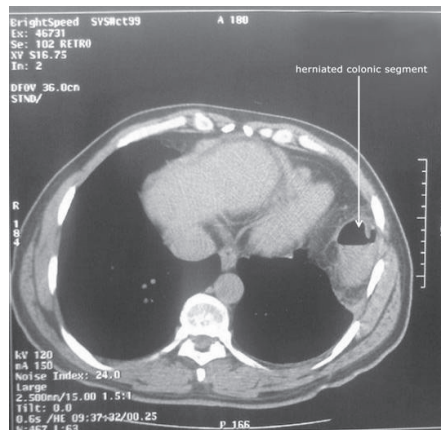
Computed tomography scan revealed a distended transverse and right colonic segment and a herniated left colonic segment into the thorax.
